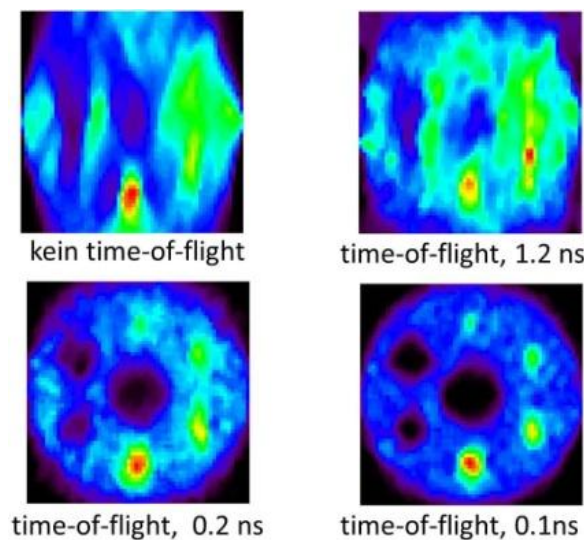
Auflösungsvermögen der time-of-flight-PET [10]
